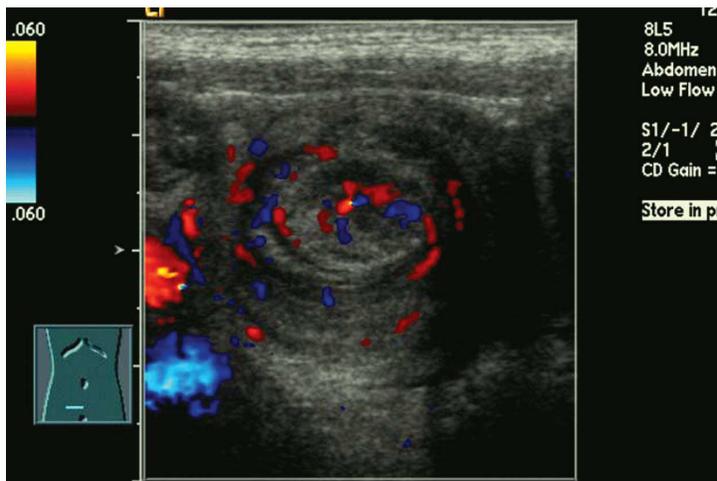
Imagem em alvo característica de invaginação intestinal ao estudo ultrassonográfico com Doppler colorido, demonstrando fluxo vascular preservado.
